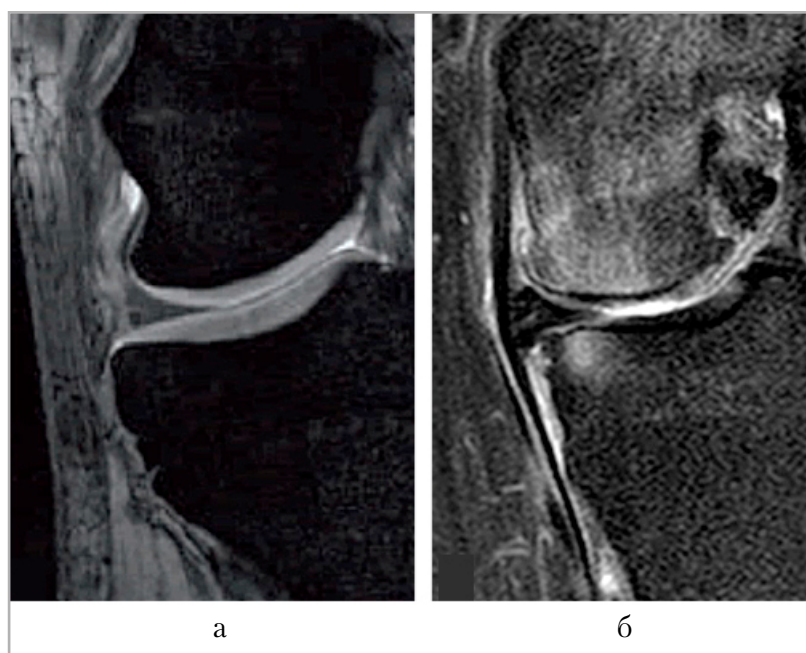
МР-томограммы в корональной плоскости, а — T2-GRE и б — PD-FS-ВИ. Сравнение здоровых (а) хряща/мениска и патологически измененных (б) хряща (хондромалиция) и мениска (экструзия за счет разрыва)
